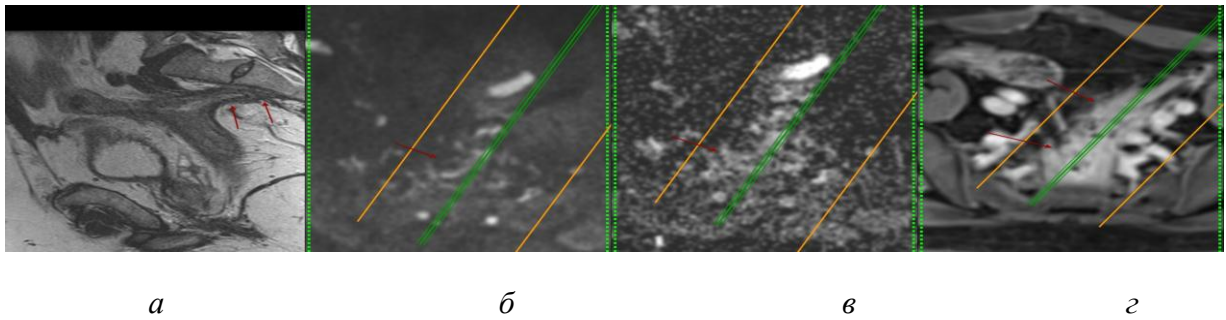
Данные мМРТ. Местные послеоперационные изменения в малом тазу. Состояние после передней резекции прямой кишки. а) T2 ВИ в косо–сагиттальной проекции. Послеоперационные рубцовые изменения пресакральной клетчатки с выраженной деформацией стенки и просвета кишечной трубки (стрелки). ДВИ (б) и ADC карта (в) демонстрируют отсутствие ограничения диффузии в зоне выполненного оперативного вмешательства. По данным DCE (г) патологического контрастирования в зоне интереса не выявлено.
